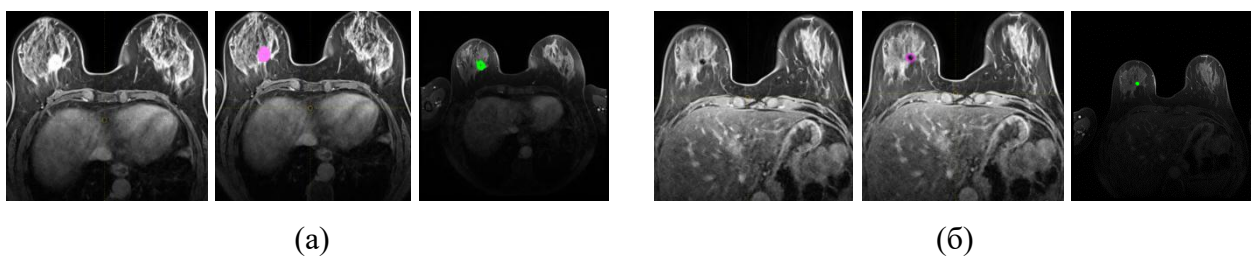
МРТ снимок пациентки N1, (а) – до начала НАТ, (б) – определение метки после НАТ. В каждом блоке три фрагмента: исходное изображение опухоли в левой молочной железе, сегментация в LifeX (розовая область), сегментация в Python (зеленая область)
